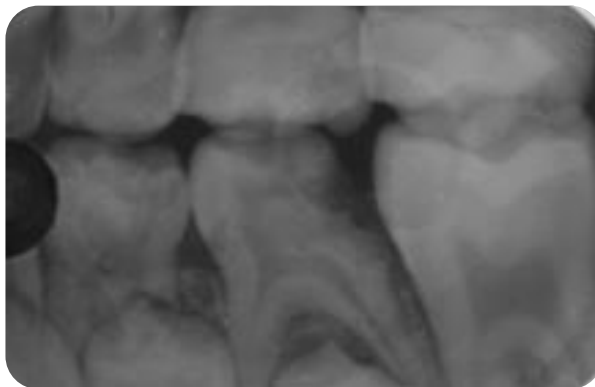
Radiografía de 2do molar inferior deciduo con pólipo pulpar.¹⁷
